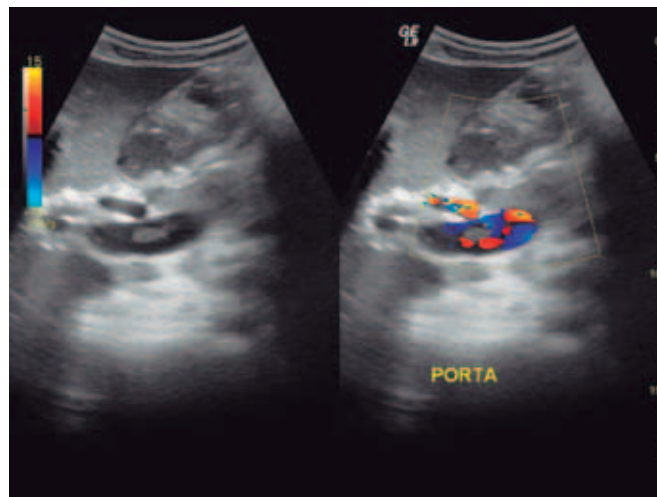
Imagen en escala de grises y Doppler color. Muestra la presencia de un trombo que ocluye parcialmente la luz de la vena porta principal.
